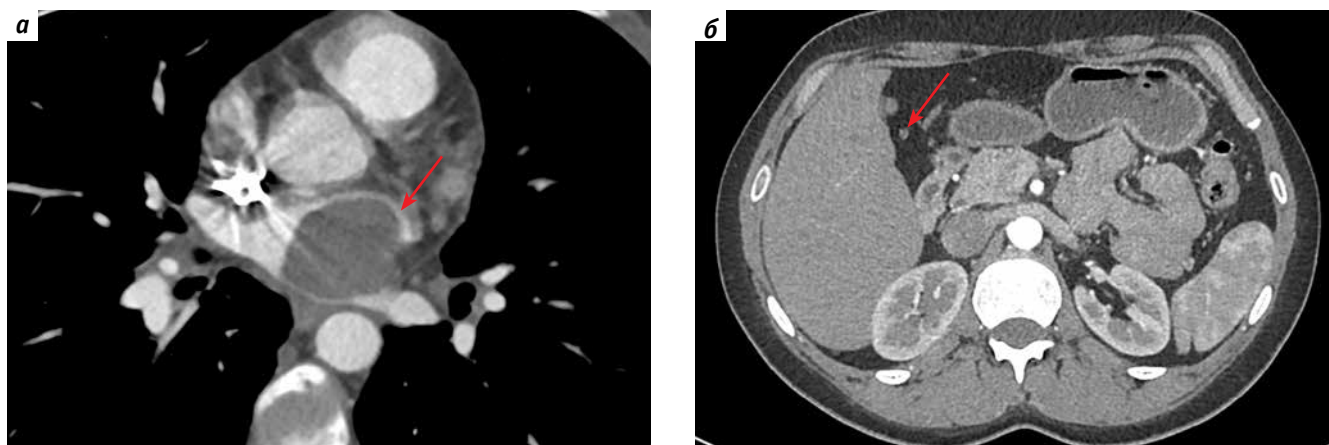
Компьютерная томография от 08.12.2023 (через 26 мес от начала терапии 1-й линии и 20 мес после ее завершения): а – аксиальный срез. Артериальная фаза. В полости левого предсердия вновь обнаружены опухолевые массы (указаны стрелкой), которые также визуализируются в просветах верхней и нижней легочных вен; б – аксиальный срез. Венозная фаза. В малом сальнике вновь стали определяться лимфатические узлы размером до 0,5 см (указаны стрелкой)
